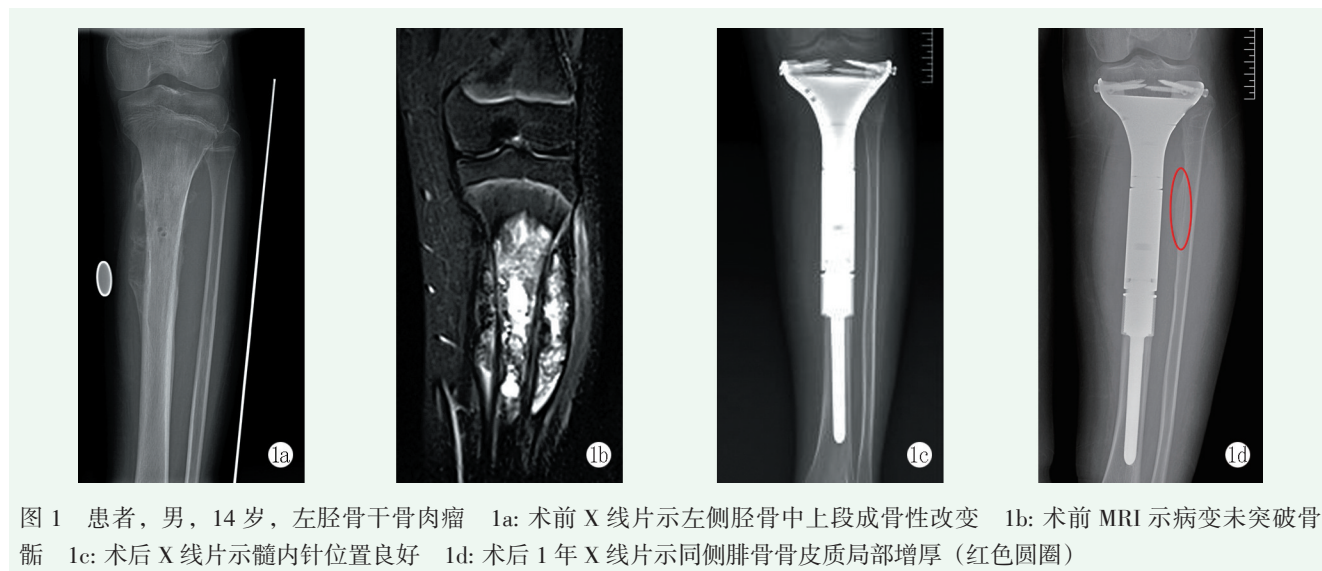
患者，男，14 岁，左胫骨干骨肉瘤 1a: 术前 X 线片示左侧胫骨中上段成骨性改变 1b: 术前 MRI 示病变未突破骨骺 1c: 术后 X 线片示髓内针位置良好 1d: 术后 1 年 X 线片示同侧腓骨骨皮质局部增厚 (红色圆圈)
